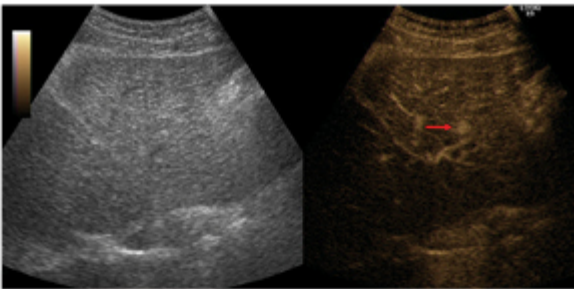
(B). 조영증강 초음파, B-mode 초음파상 보이지 않았던 간암은 Sonovue 2.4 mL을 주사후 동맥기에 조영증강되는 결절로 확인되었다 (화살표).
